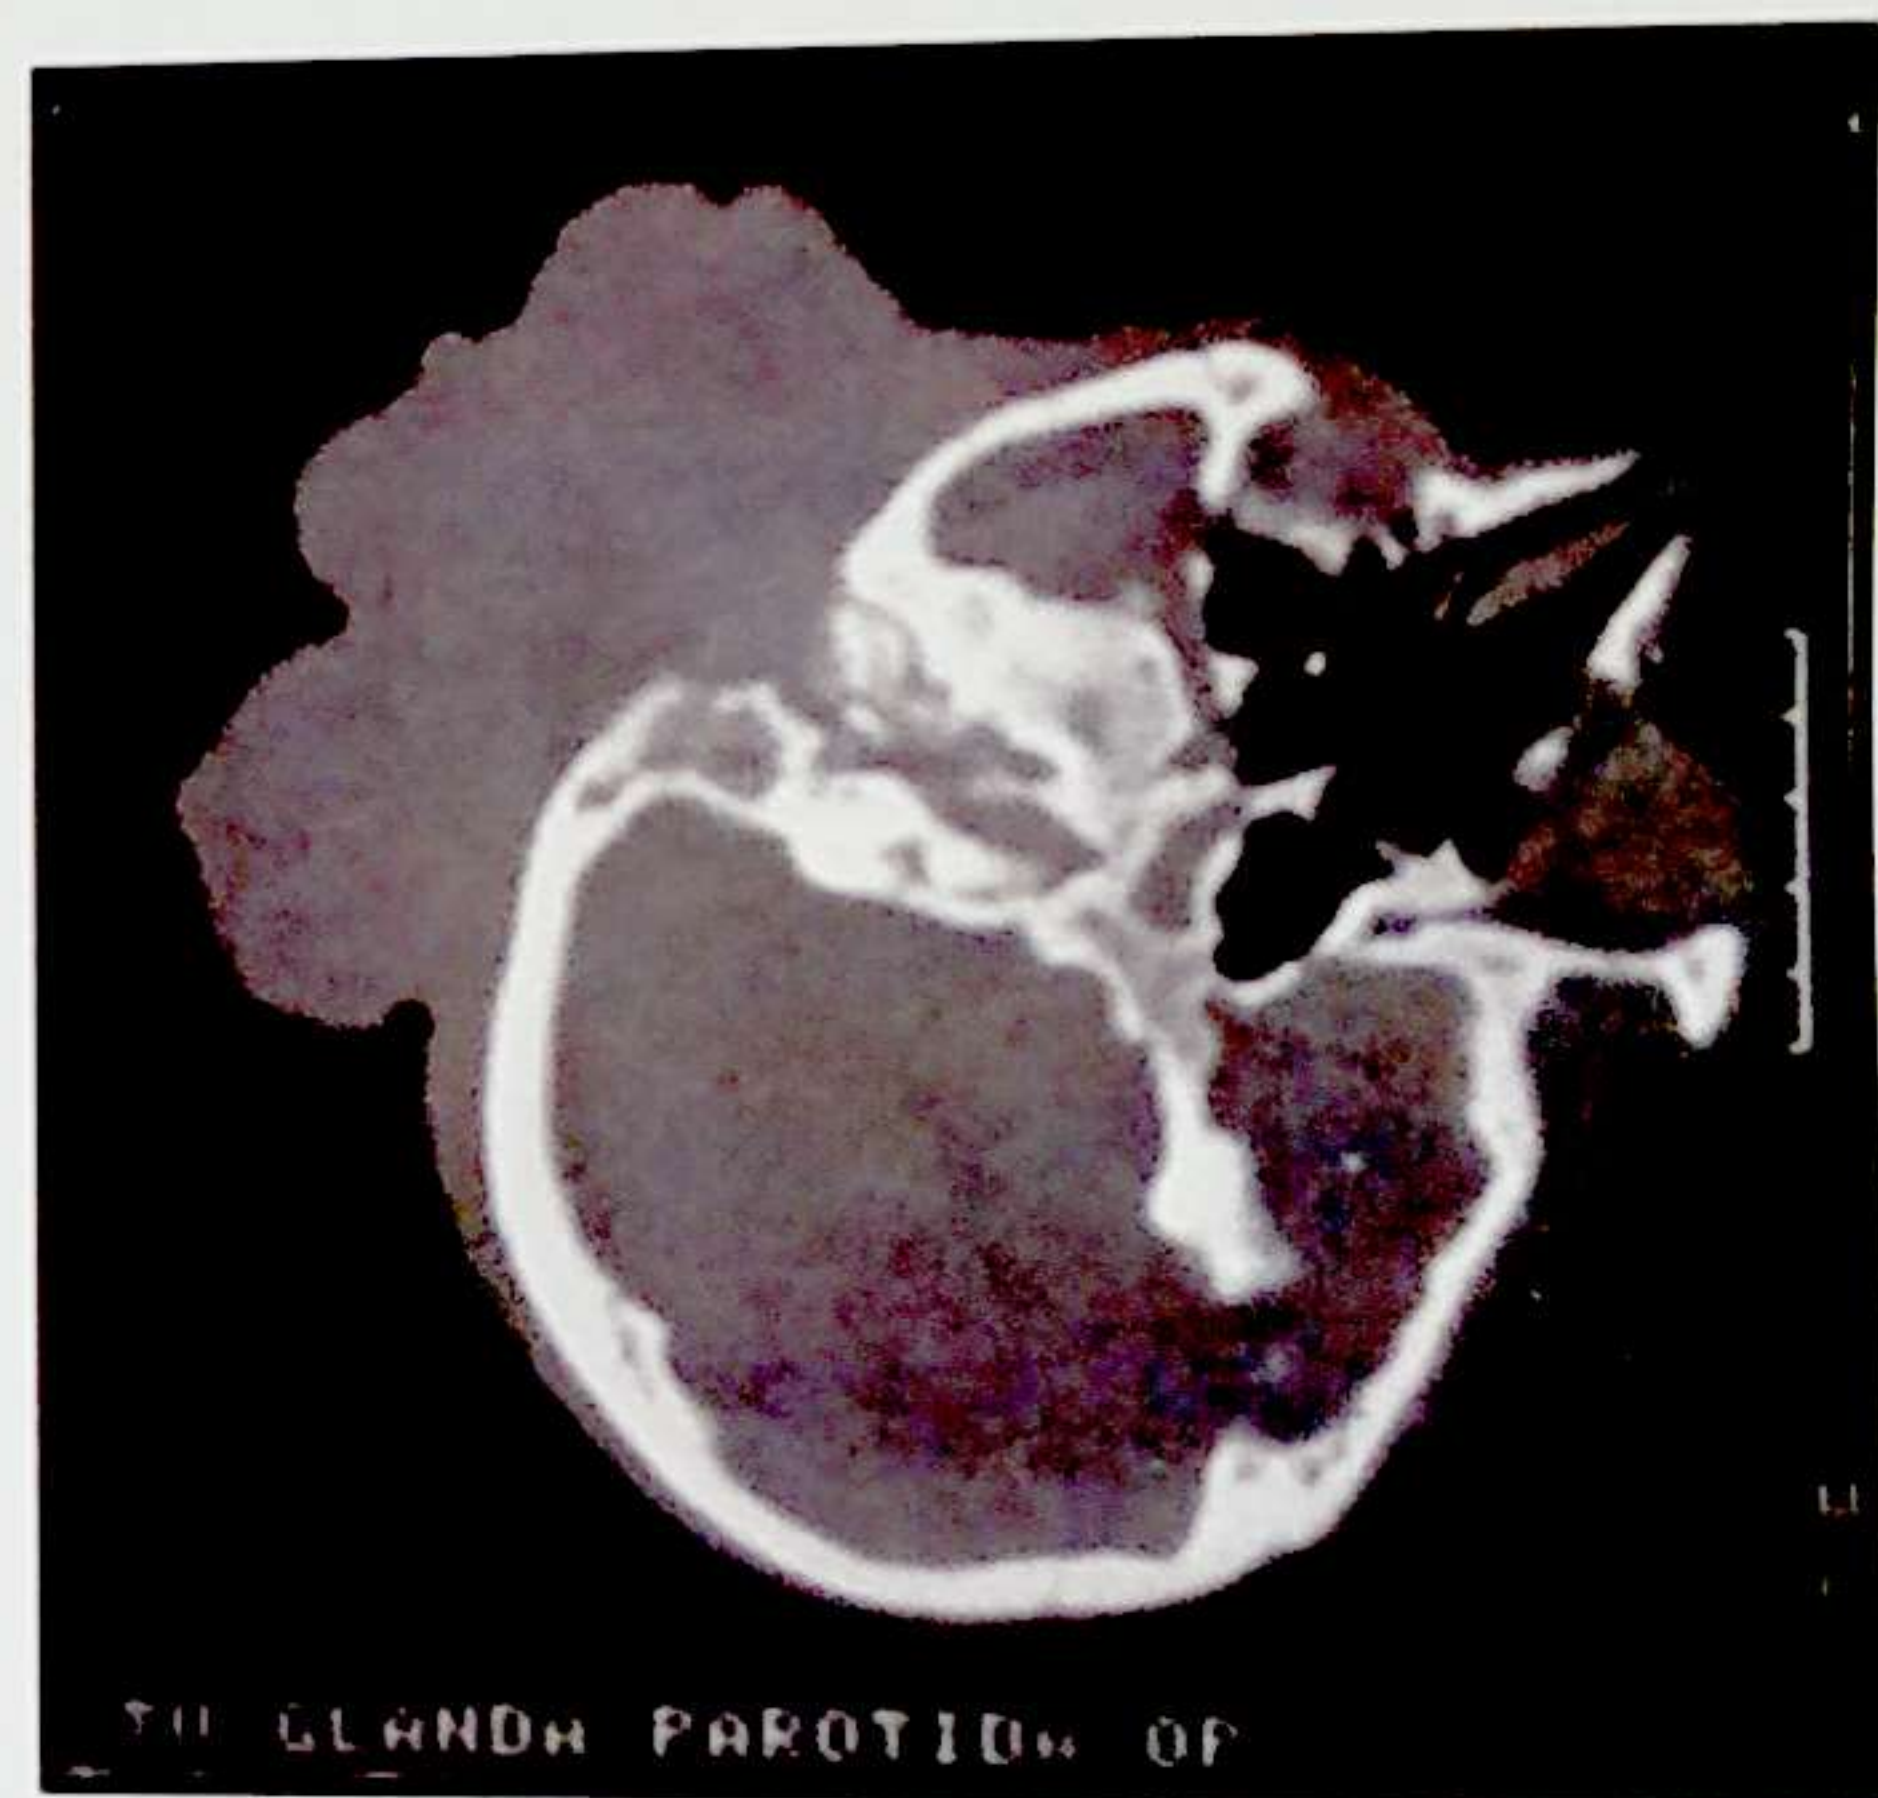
Tumoră mixtă malignă parotidiană - imagine CT
